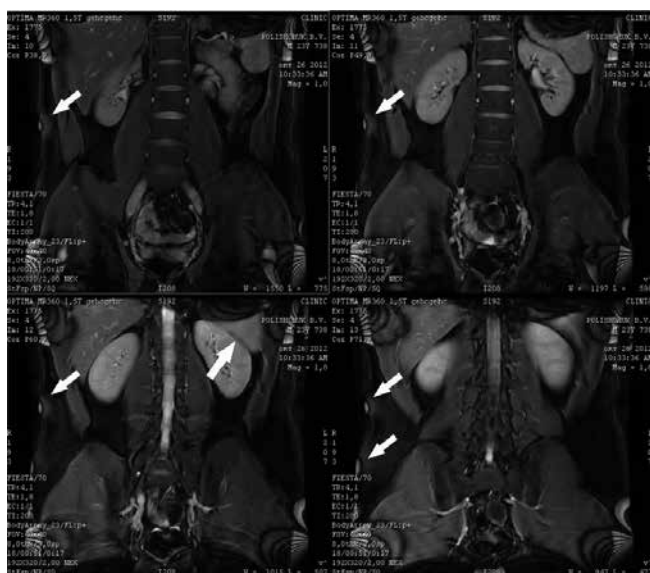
МРТ мягких тканей туловища и брюшной полости пациента X., 23 лет, с болезнью Деркума. Участки узлового скопления жировой ткани в подкожно-жировой клетчатке боковой поверхности туловища, в области паха и в области паранефральной жировой клетчатки слева (указаны белыми стрелками)
